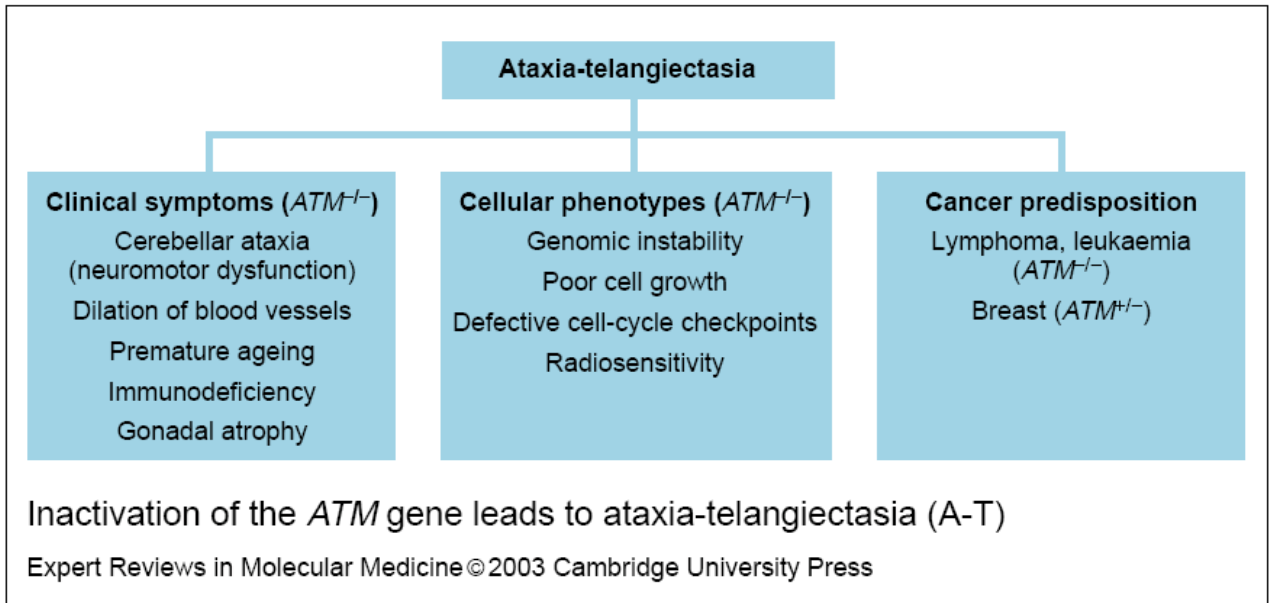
L'inattivazione del gene ATM porta all'Atassia Telangectasica. Sintomi clinici, fenotipo cellulare e predisposizione al cancro negli individui con mutazioni nel gene ATM (Pandita TK, 2003).
